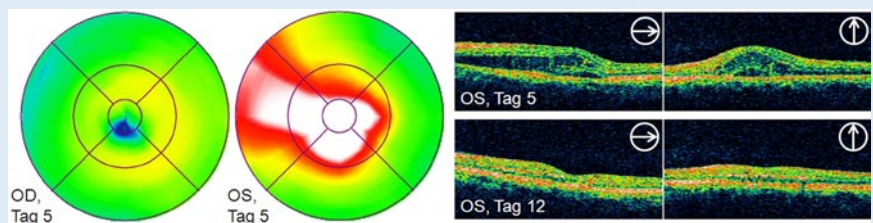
▲ Optische Kohärenztomographie (OCT) an Tag 5 und 12 nach Auftreten der Symptome (Netzhautdickenkarten und Einzelscans bei 0° und 90°). Der 90°-Scan an Tag 12 ist bei visusbedingt herabgesetzter Fixation leicht dezentriert
